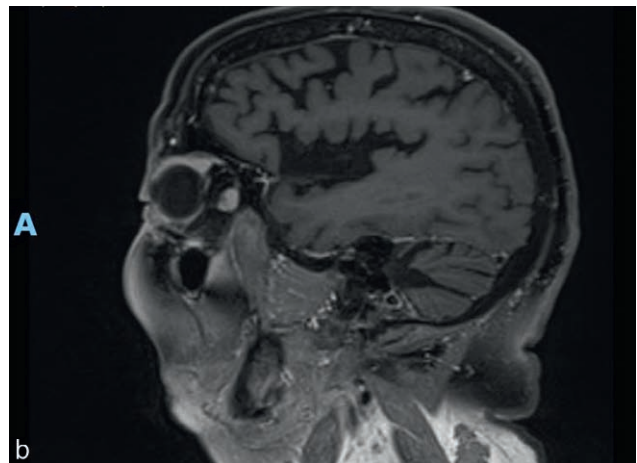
a. Atteinte conjunctivo-palpébrale bilatérale et orbitaire avec atteinte des parotides dans une forme plus diffuse. b. IRM montrant une infiltration des paupières et de la graisse orbitaire. c. Après traitement par rituximab et irradiation externe.
